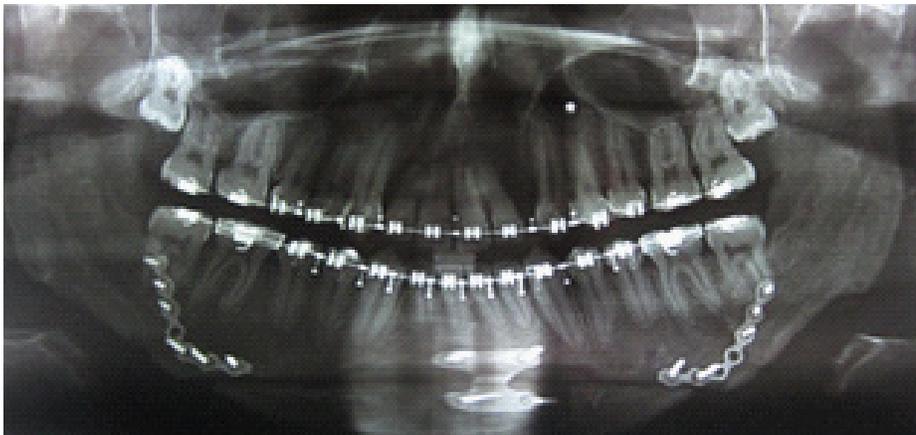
Radiografía panorámica 4 meses posterior a cirugía ortognática.
